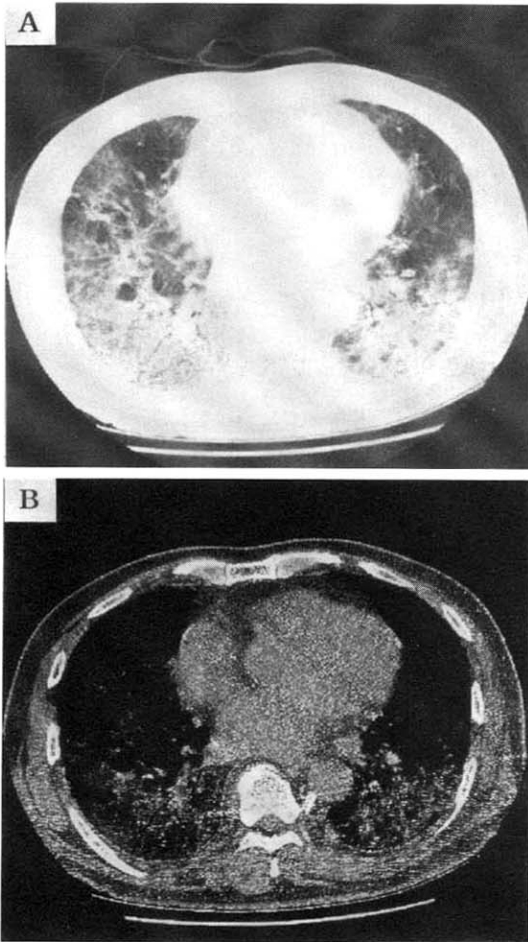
A. High resolution CT of the lung shows multifocal areas of ground glass opacities in both lungs.
